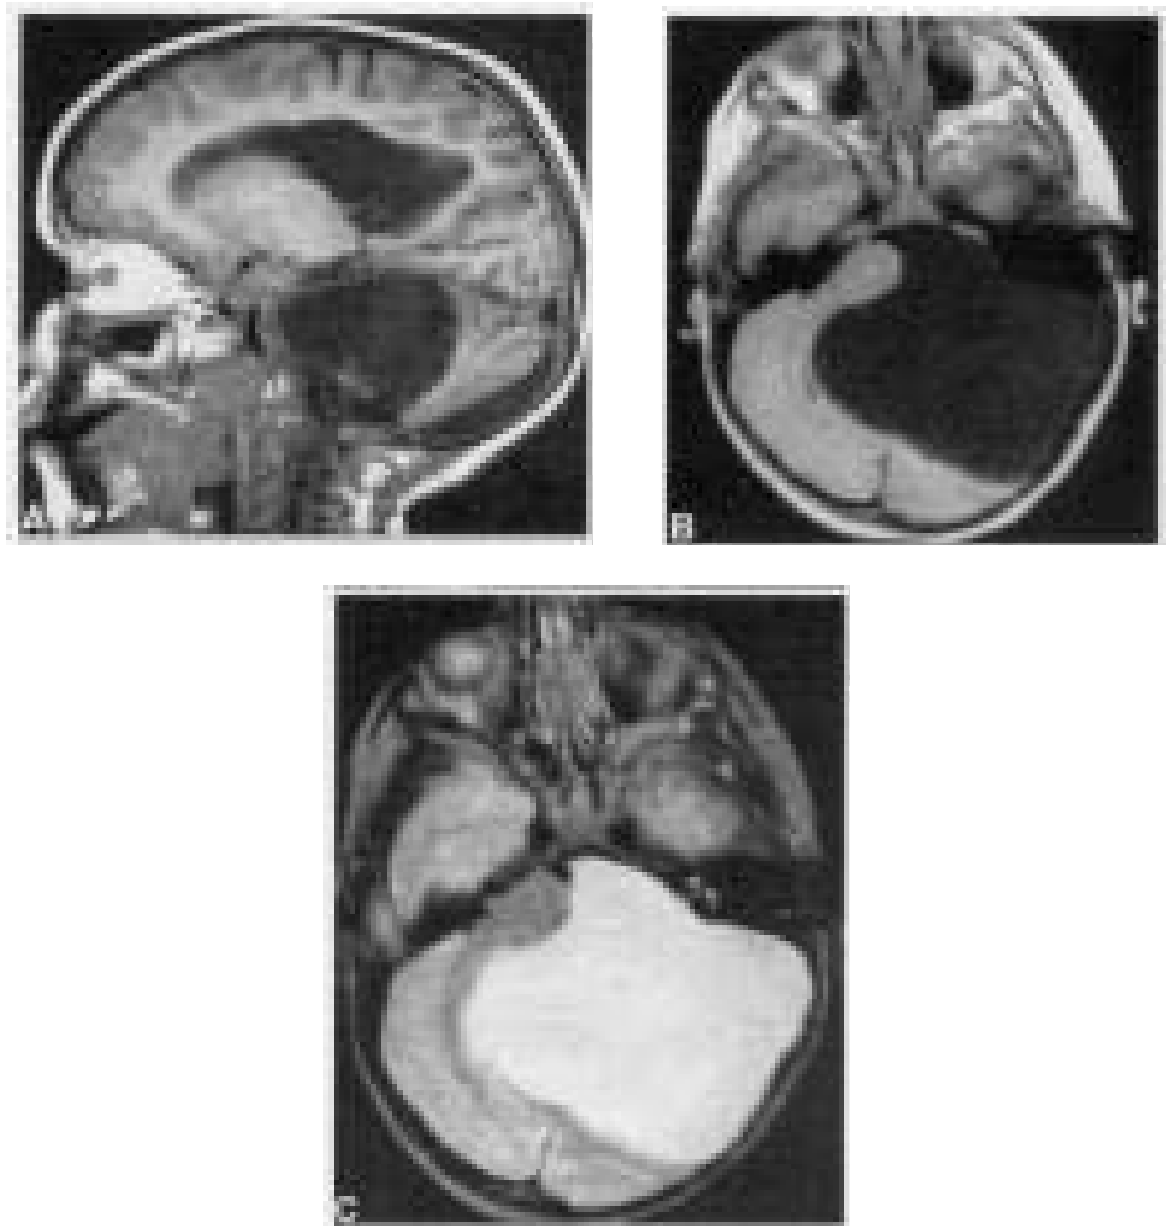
IRM cérébrale montrant un Kyste Arachnoïdien géant de la FCP comprimant le cervelet et le tronc cérébral [80].
